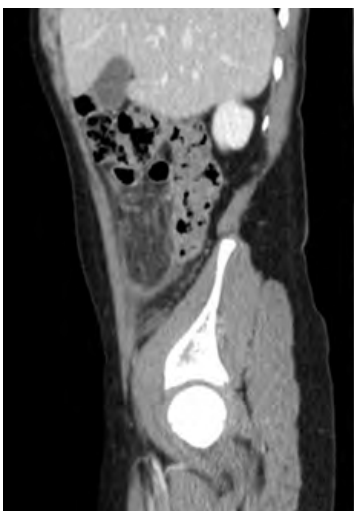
Visión lateral de tomografía de abdomen y pelvis, que evidencia lesión compatible con infarto omental anterior al colon ascendente.
